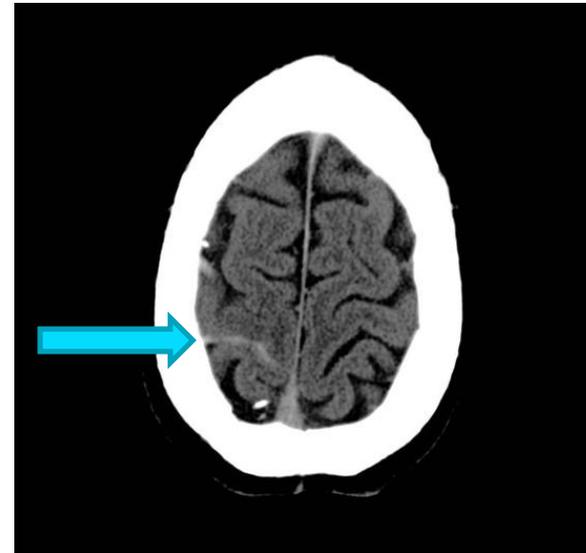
TC sin contraste que muestra el signo de la cuerda en una vena superficial trombosada.
